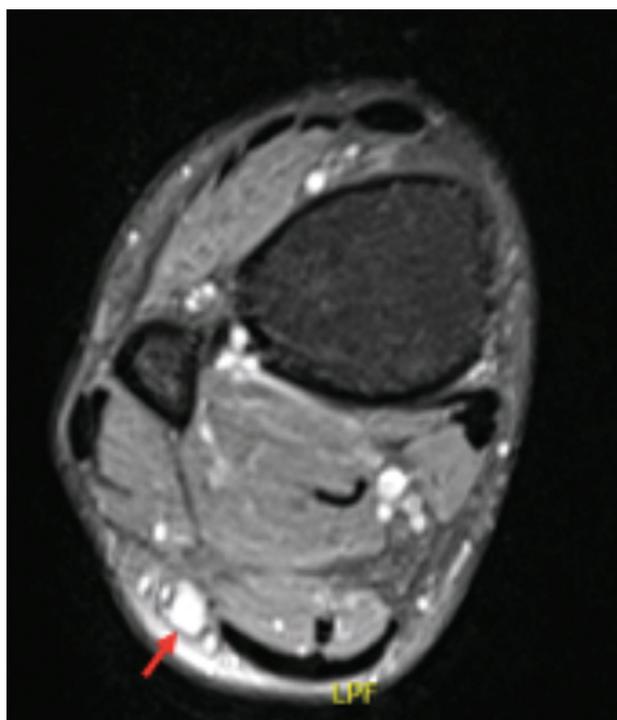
A ressonância magnética (RM) revelou hiperintensidade no T2.
